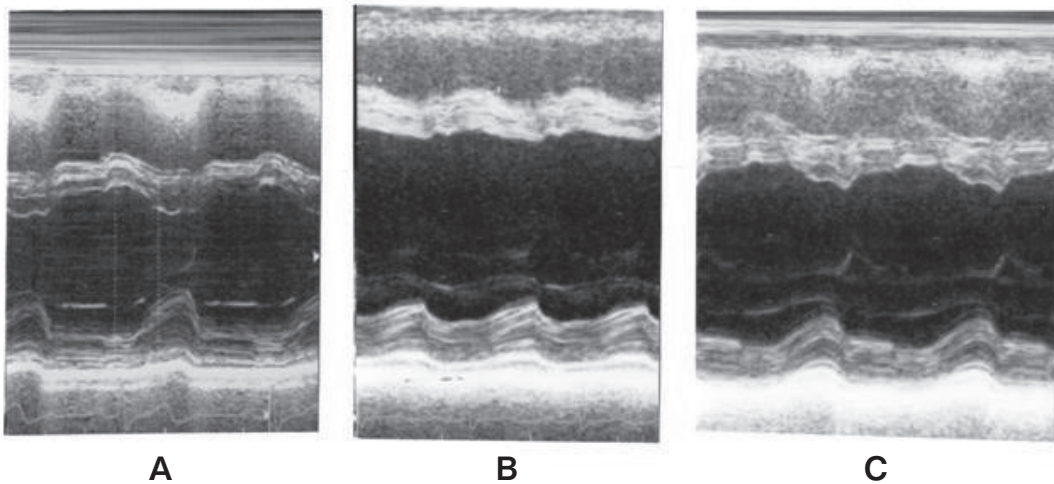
M-mode echocardiogram.
